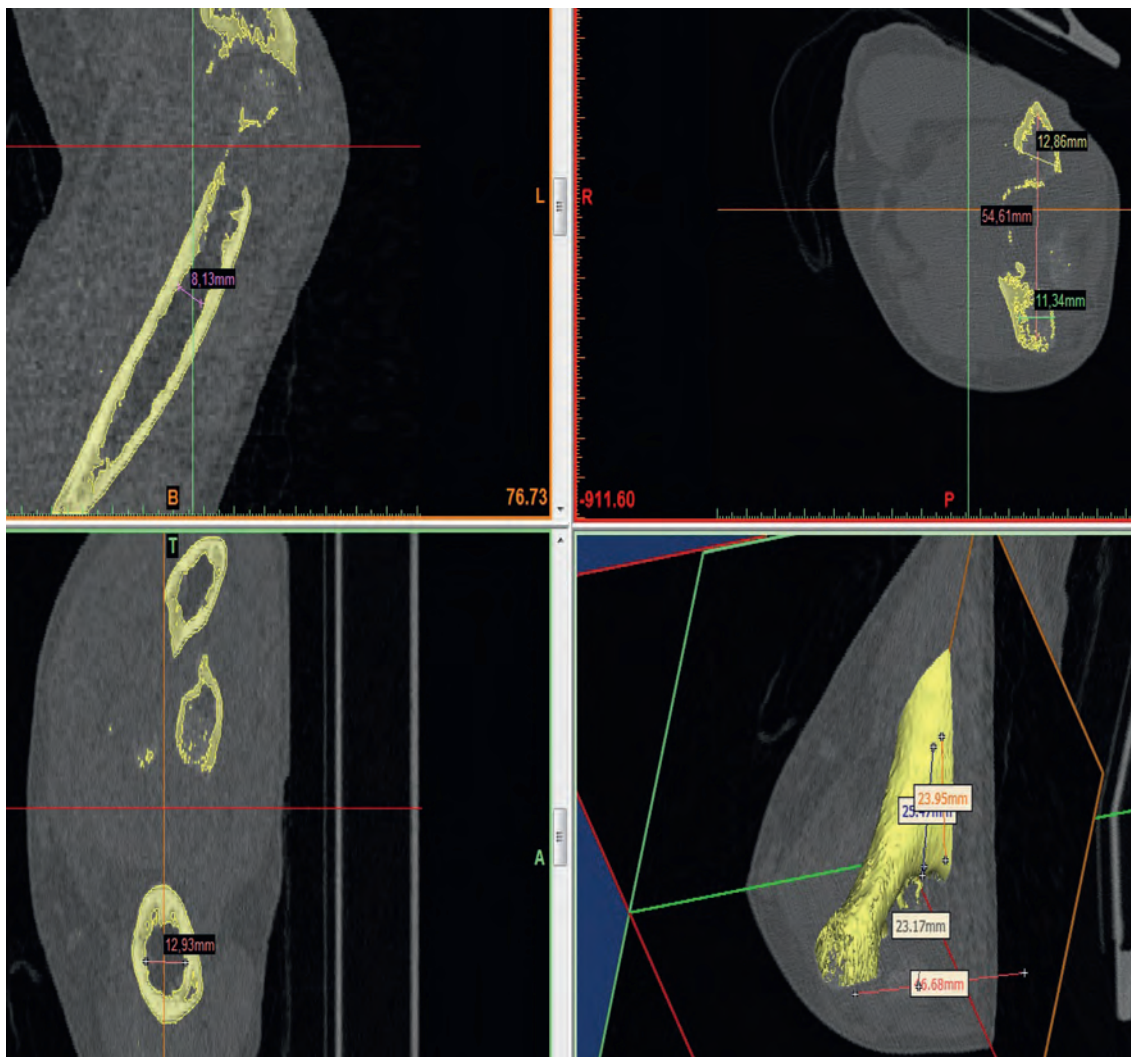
Компьютерная томография. Туберкулез правого локтевого сустава
